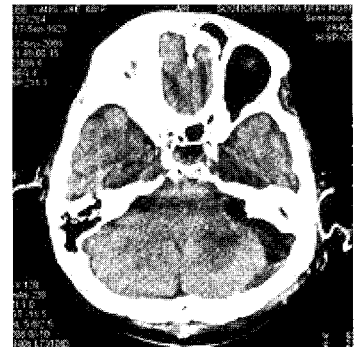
Brain CT(2003.9.17)At follow up
